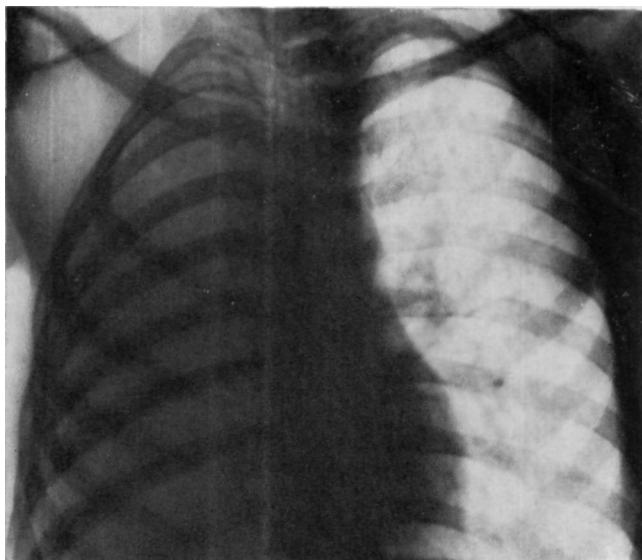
Обзорная рентгенограмма больного П. через Юг месяца после операции.
